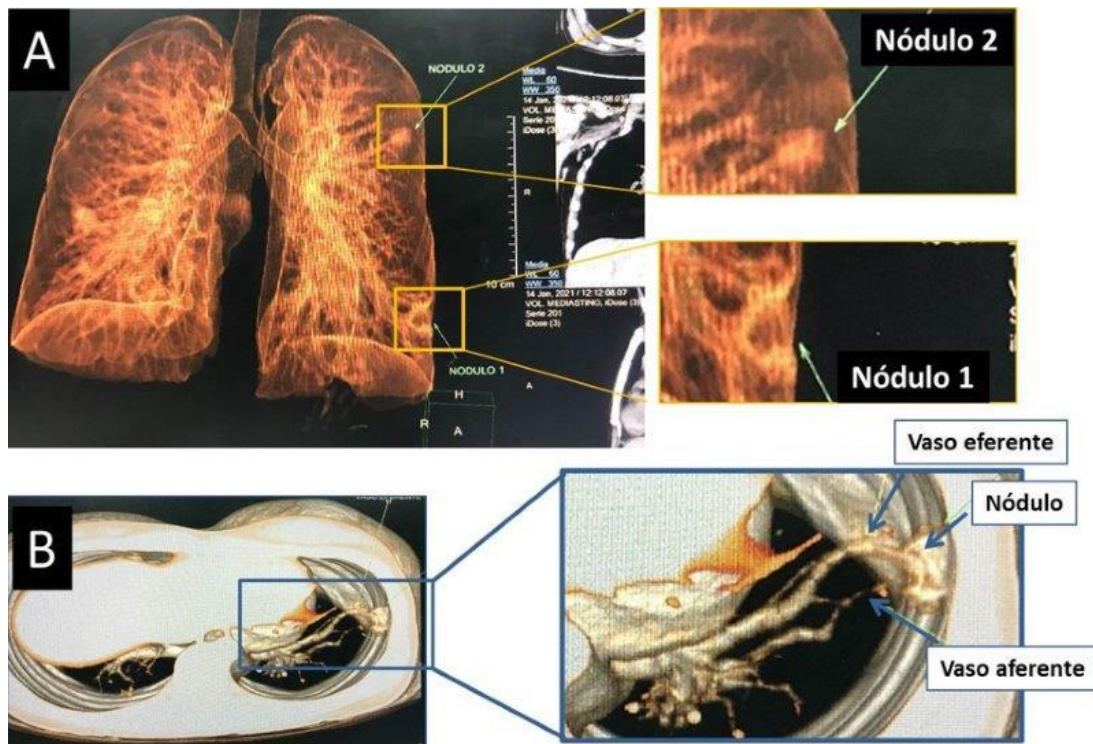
A. Tomografía axial computarizada contrastada de tórax. Reconstrucción en 3D de ambos pulmones. Cortes axiales a 2 mm con MPR a 0,98mm. En ambos campos pulmonares se observaron lesiones nodulares múltiples de tamaño variable, las mayores bibasales. Dimensiones de los nódulos: en el lóbulo medio del pulmón derecho: 24 x 20 mm; en el lóbulo inferior del pulmón izquierdo: 21 x 19 mm. B. Reconstrucción focalizada en 3D del TAC de tórax. En el estudio contrastado las lesiones se muestran hipercaptantes, con densidades medias que oscilan entre 168-191 UH, con gruesos vasos aferentes y eferentes, arteriales y venosos, sugestivos de malformación arteriovenosa en el campo pulmonar izquierdo.
